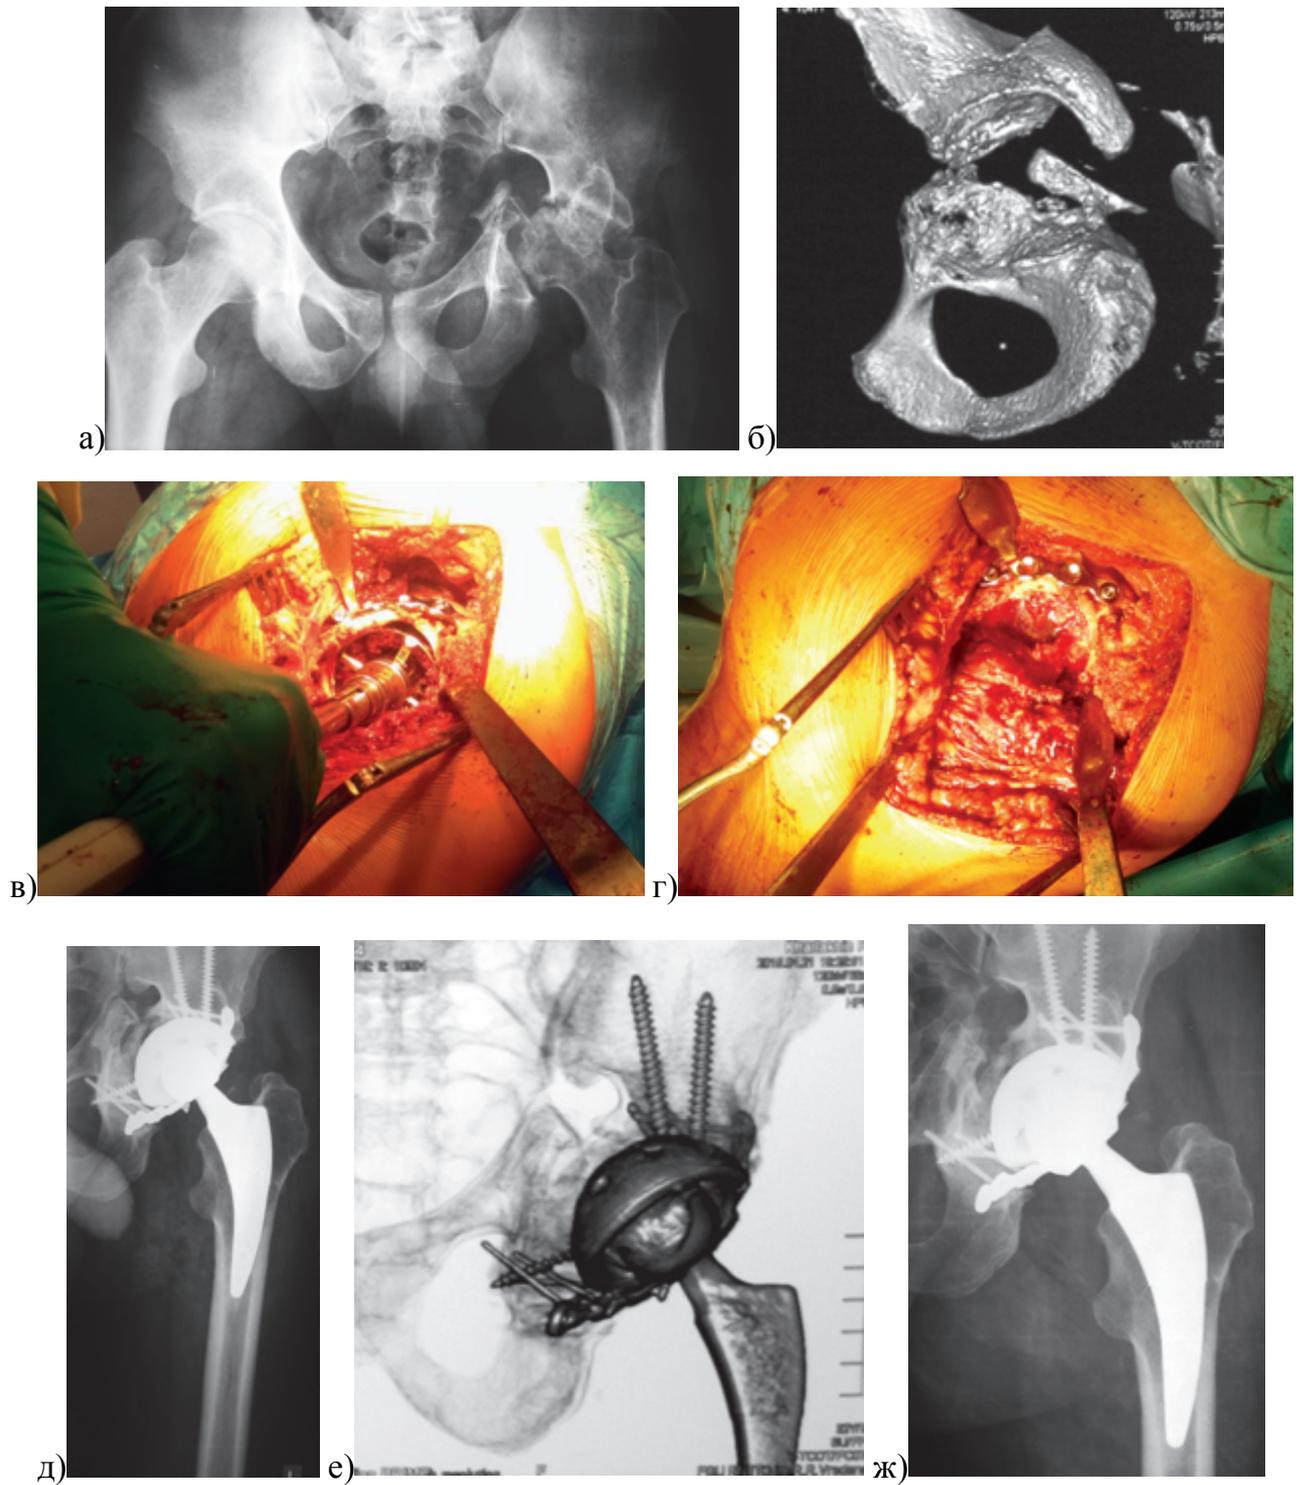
Рентгенограммы и КТ левого тазобедренного сустава пациента 30 лет: а,б) на рентгенограммах и КТ через 12 месяцев после травмы визуализируется поперечный несросшийся перелом с развитием в нестабильности тазового кольца; в,г) выполнены костная пластика медиального дефекта и остеосинтез задней колонны пластиной; е – после операции: фиксация пластины винтами в седалищной и подвздошной костях и костный структурный трансплантат в области медиального дефекта; ж) на рентгенограмме визуализируется частичная перестройка трансплантата и стабилизация таза
